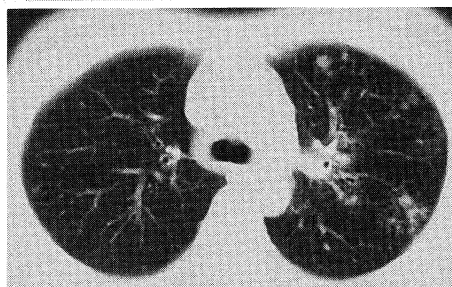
CT scan of the thorax showing cavitary tuberculosis in S¹⁺² and small nodules in left upper lobe.
